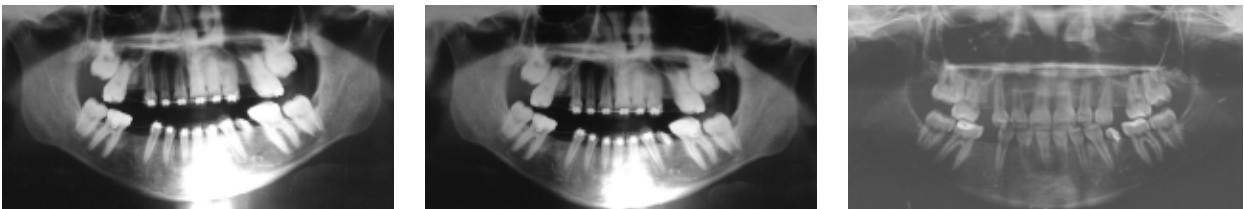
Radiografías panorámicas inicial, intermedia y postratamiento, respectivamente.
